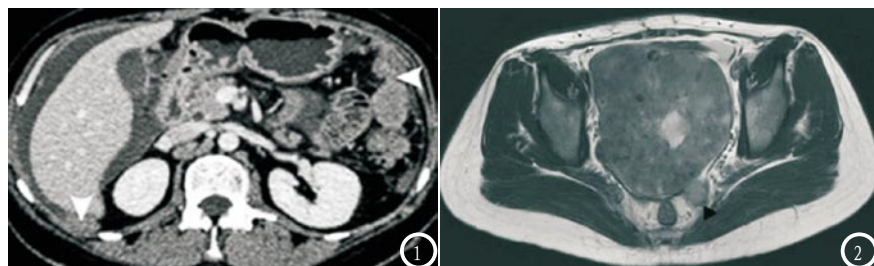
腹膜后淋巴结转移的CT影像；图2 腹膜后淋巴结转移的MRI影像。
